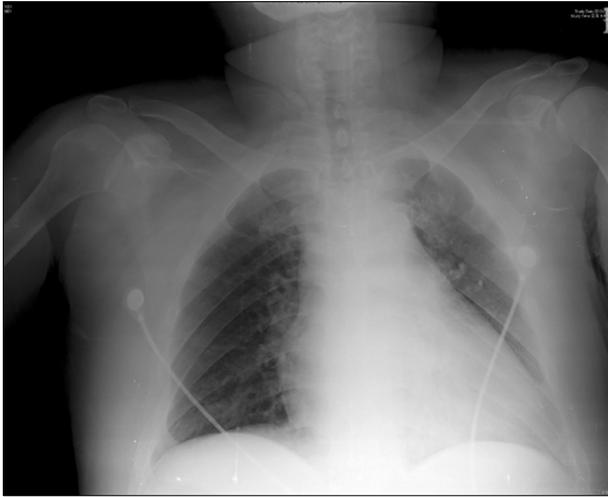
Chest X-ray AP view within 1 hour after operation, showing cardiomegaly and slightly increased perihilar opacity.
